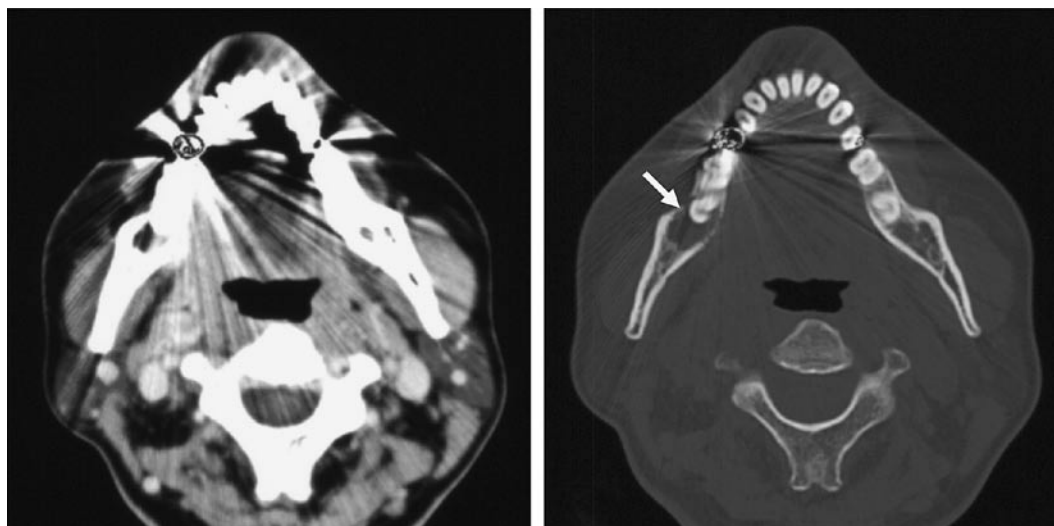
CT 横断像（スライス厚 3 mm，左：造影後軟組織表示・右：骨表示）；骨吸収部の皮質骨は微細に破壊されているが，頬舌側への軟組織進展は認められない
